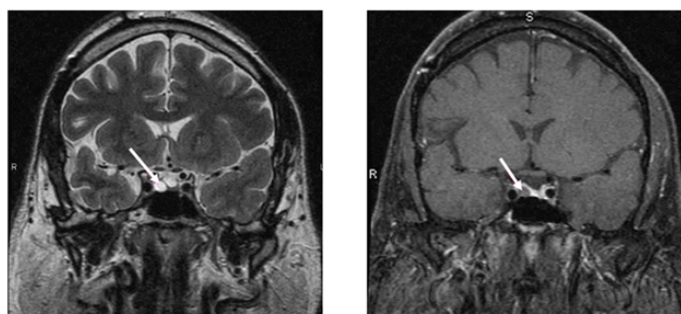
МРТ хиазмально-селлярной области 2019 г.
